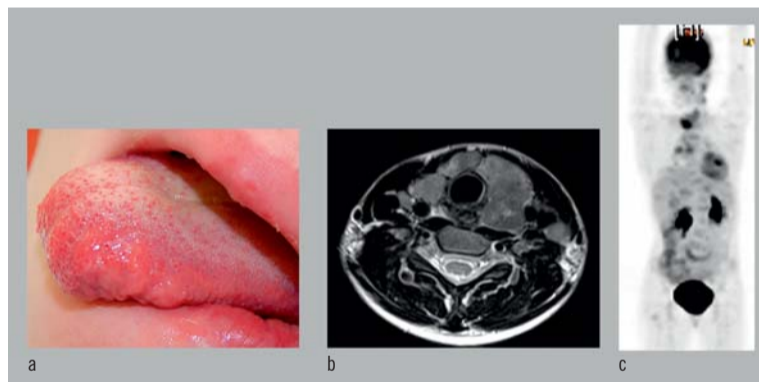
14 Jahre alte Patientin mit einem MEN-2B-Syndrom. a) Neurome der Zunge, b) MRT-Darstellung des med. SD-Karzinoms, c) PET mit Abbildung von Metastasen pulmonal, ossär und cerebral
